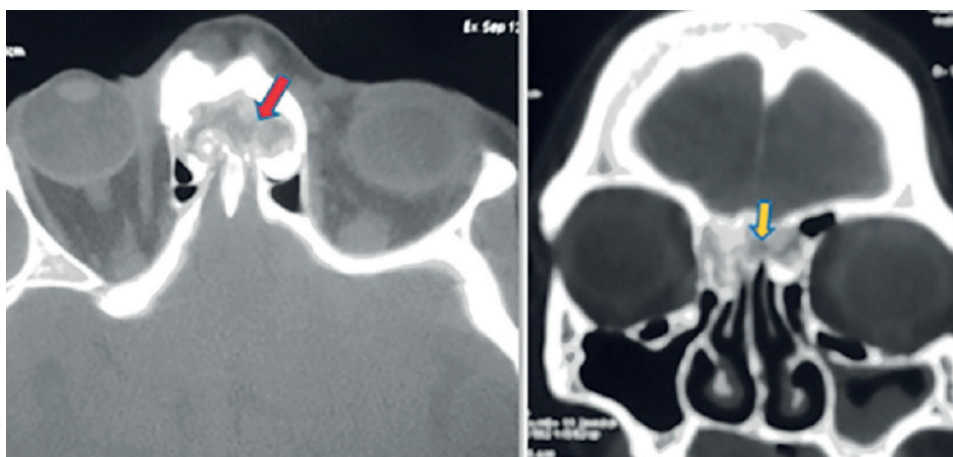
Пациент Д., 42 года. Компьютерная томография в аксиальной (А) и коронарной (В) проекциях, показывающая оссифицирующую фиброму с вовлечением решетчатой пазухи.
